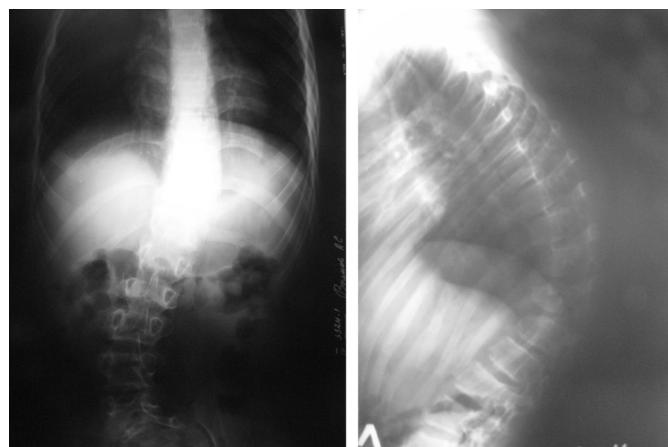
Рентгенограммы В. А., 9 лет 6 мес.
